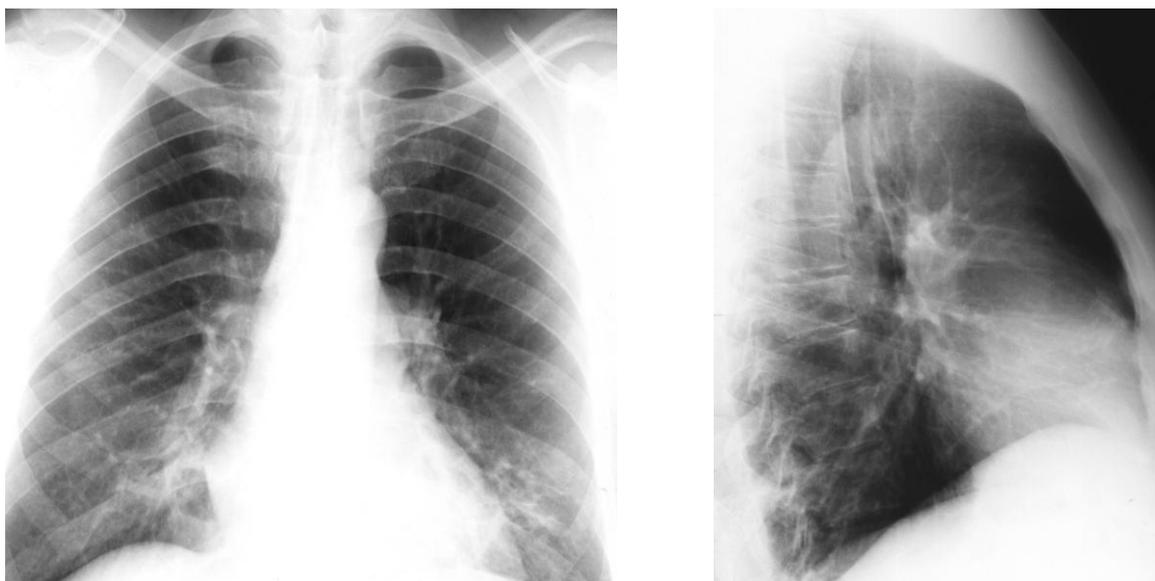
Рентгенологическое обследование (обзорный и правый боковой снимок) – патологии не выявлено
